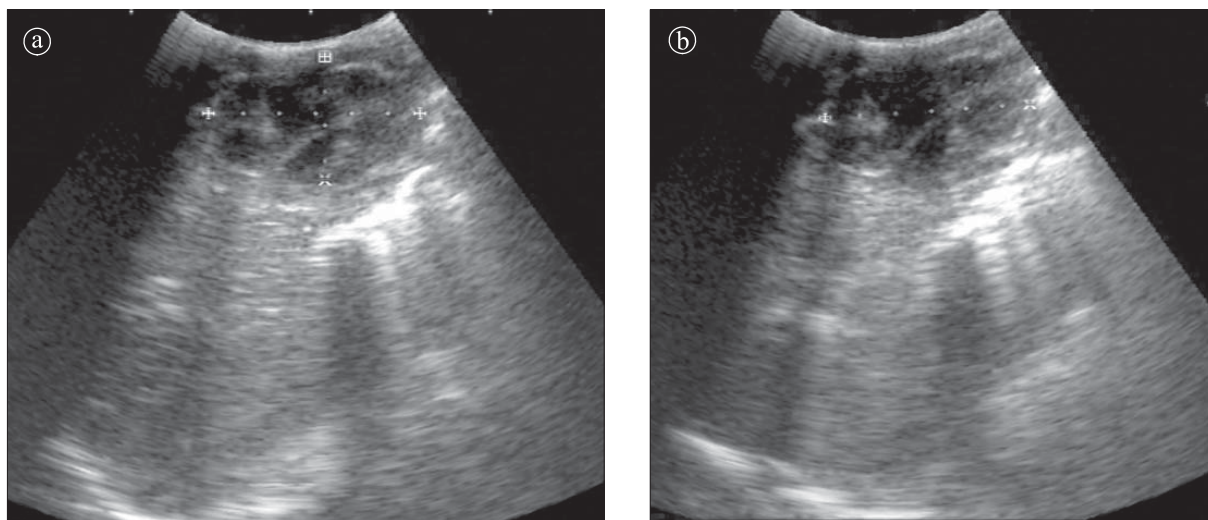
Abces hepatic. Ecografie. a), b) Imagine hipoeecogenă, cu structură inomogenă, cu septe groase, destul de bine delimitată.
